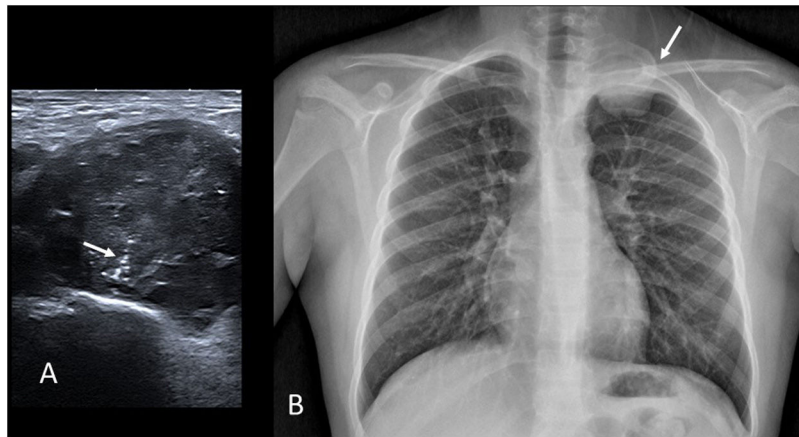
Sarcoma de Ewing. A) Imagen de ecografía en escala de grises en un varón de 13 años remitido por una masa palpable supraclavicular izquierda. Se observa una lesión de ecogenicidad heterogénea con calcificaciones lineales finas («rayos de sol naciente», flecha). B) Radiografía de tórax del mismo paciente donde se confirma una masa extrapleural izquierda con origen en la segunda costilla (flecha).
